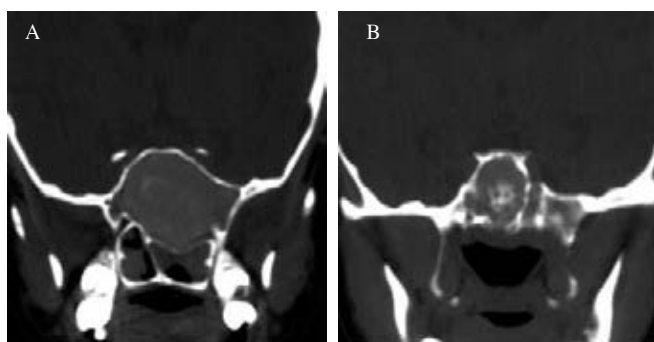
A) tomografía coronal sin contraste. Se aprecia la pseudomasa en el seno esfenoidal. B) Remodelación ósea con calcificaciones centrales.
